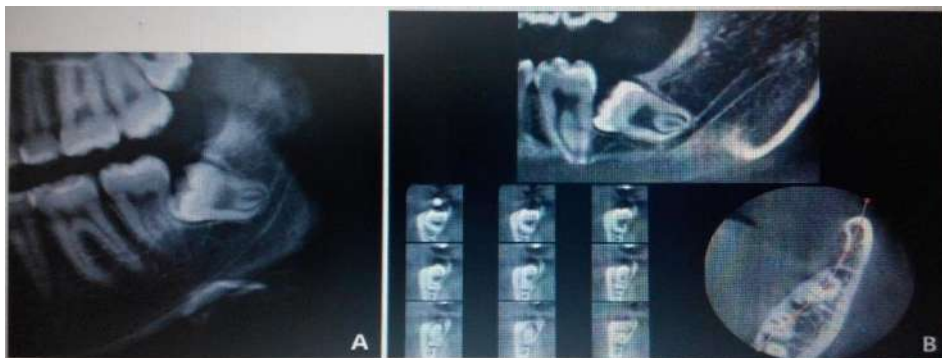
A. Cropped panoramic radiograph shows the interruption of the superior wall of the mandibular canal due to the root of the left impacted mandibular third molar. B. CBCT image of same tooth demonstrates the direct association of the root and canal.¹²
